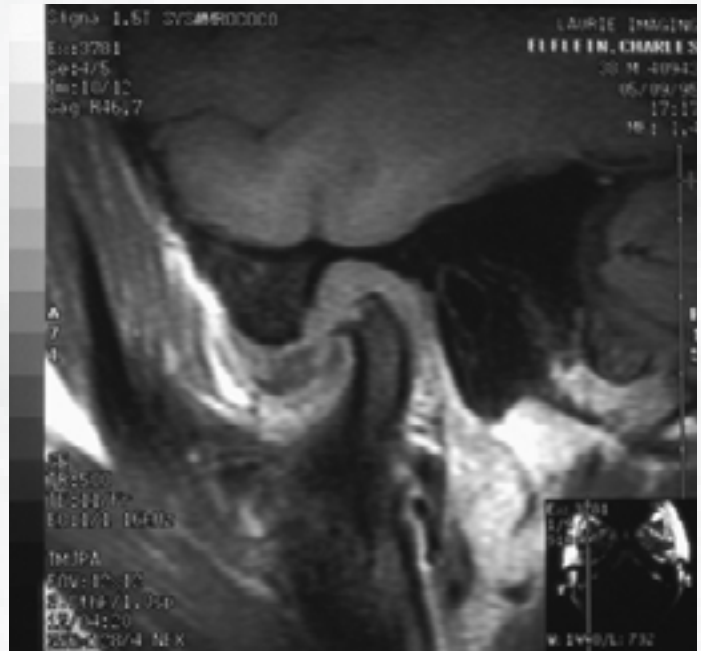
Ressonância magnética da ATM. Note a presença do disco articular deslocado, associado a alterações de forma do côndilo.
